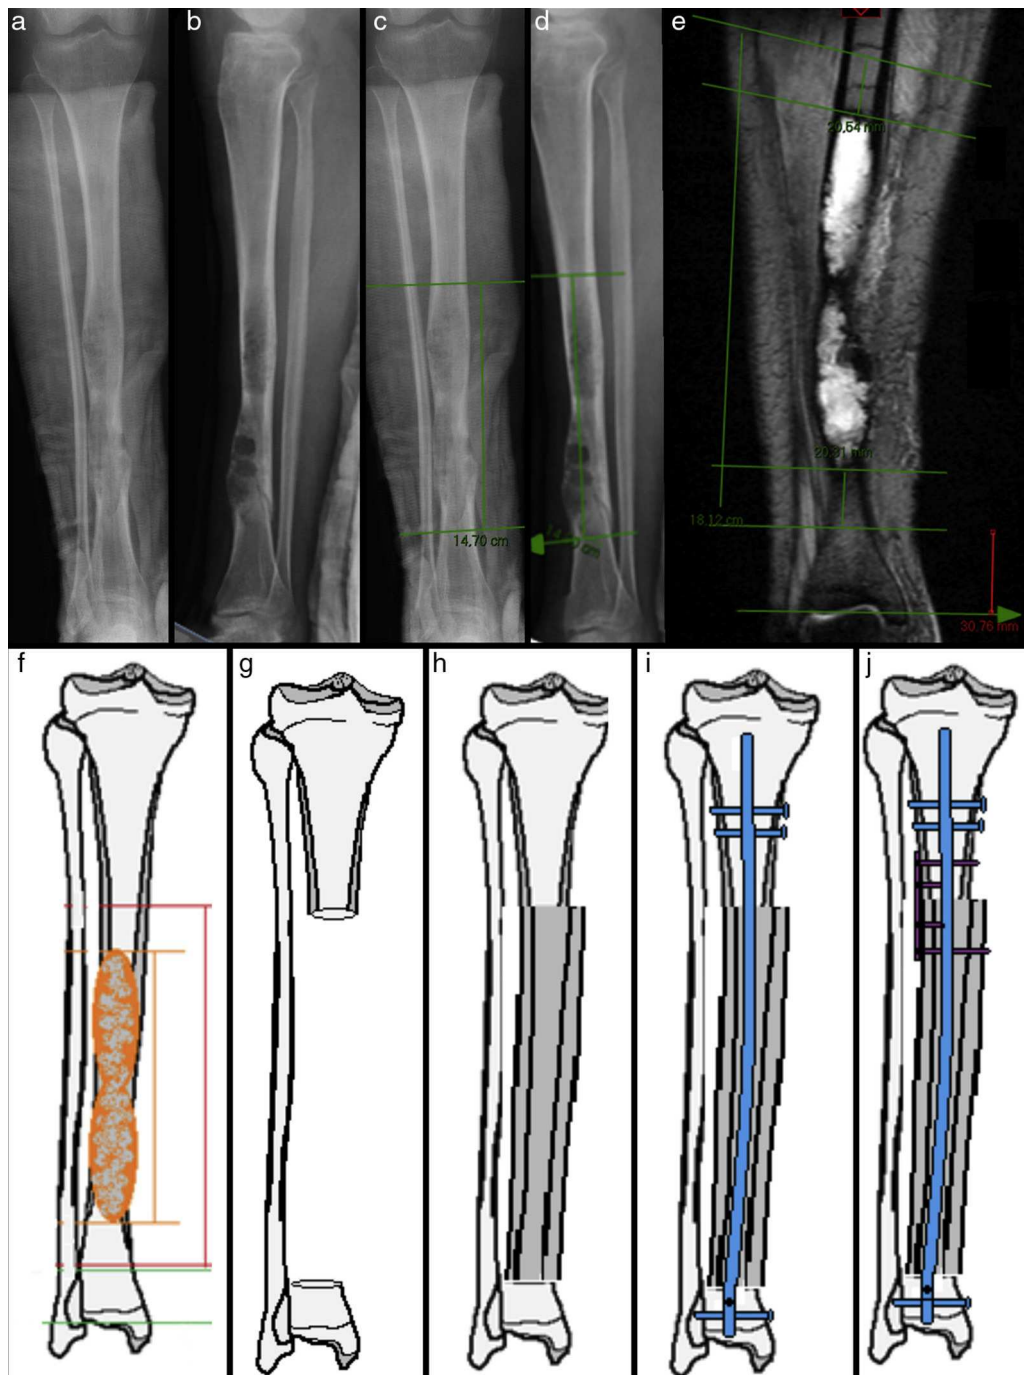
Imágenes diagnósticas y planeamiento operatorio. a) Rx en proyección A-P. b) Rx en proyección lateral con hallazgos similares a en la proyección A-P. c) Medición longitudinal de 14 cm de la lesión en proyección A-P. d) Medición longitudinal de 14 cm de la lesión en proyección lateral. e) RMN-T2 contrastada con gadolinio, corte coronal donde se observa que la lesión es unicompartmental y la medición longitudinal de la lesión es similar a las realizadas en Rx. En la caracterización de los márgenes oncológicos de 2 cm hacia distal y proximal, la exéresis de la lesión mide 18 cm; hacia el tercio distal en línea roja, en la tibia el hueso nativo remanente mide 3 cm. f-j) Esquemización del planeamiento para la exéresis de la lesión. f) En color naranja se representa a la lesión; en color rojo se caracteriza la exéresis del tumor con márgenes oncológicos; el remanente distal de la tibia es delimitado entre líneas verdes. g) Hueso nativo normal remanente después de la exéresis. h) Colocación del aloinjerto intercalar de diáfisis de tibia. i) Osteosíntesis con clavo de tibia de estabilidad multidireccional, el clavo atraviesa el canal endomedular del aloinjerto y lo protege en toda su extensión pero no lo fija a lo largo de su trayecto. j) Adición de una placa lateral de 5 orificios con cuatro tornillos para fijar el aloinjerto y brindar estabilidad antirrotatoria.
